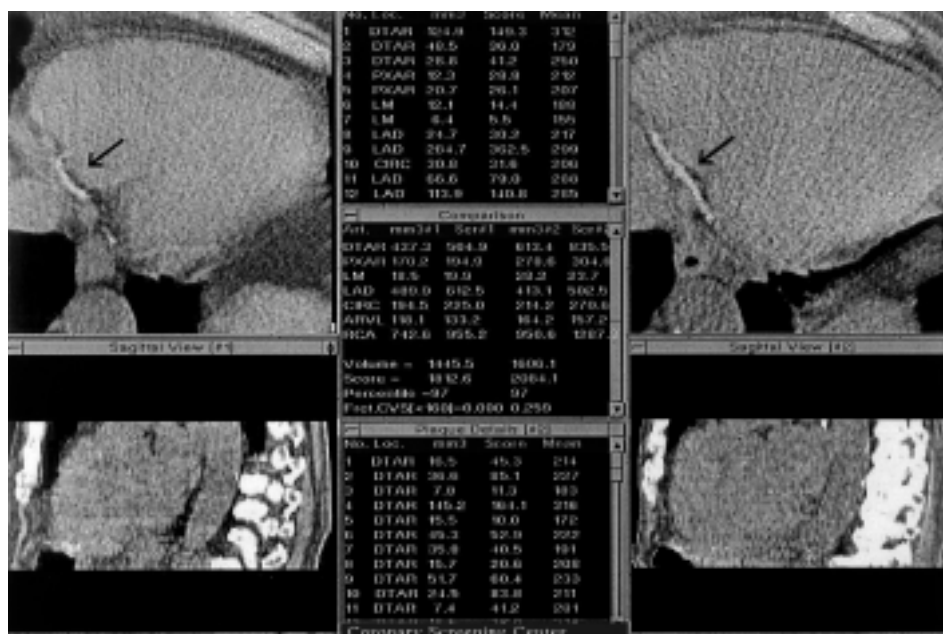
Studi consecutivi con tomografia computerizzata per paragonare la progressione del *calcium score* a distanza di 1 anno (lo studio iniziale è a sinistra). Il calcio depositato nella coronaria discendente posteriore è indicato dalle frecce. Nel settore centrale della figura si vede come il *calcium score* (volume) sia progredito da 1445.5 a 1606 a distanza di 1 anno.
